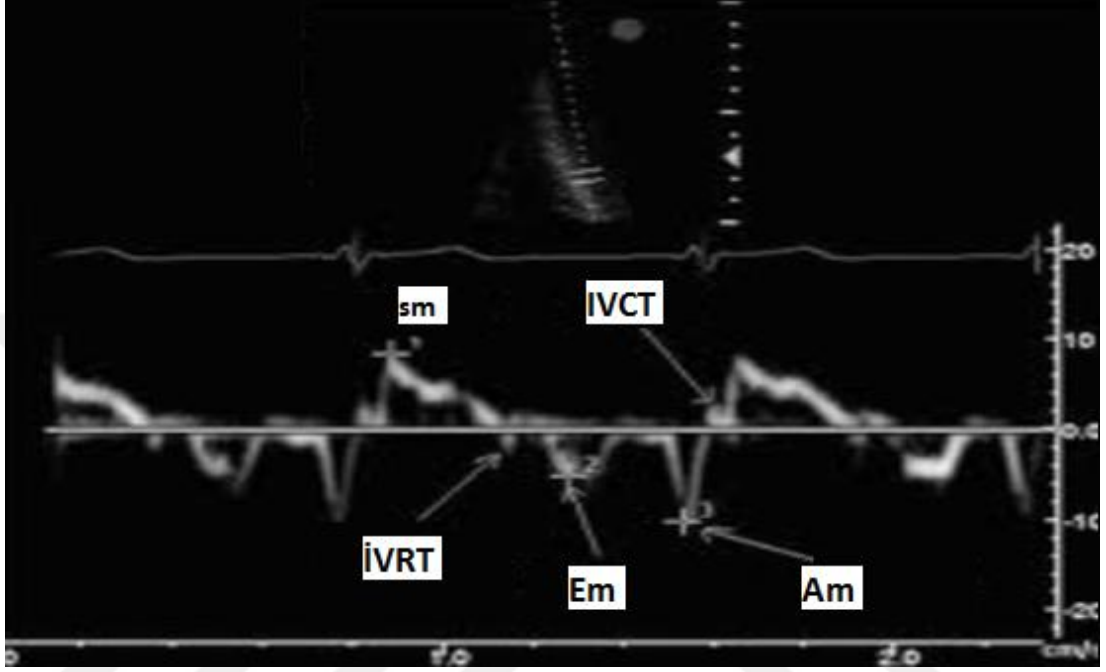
Normal mitral anüler doku Doppler görüntüsü: Sm (S'); miyokardiyal sistolik dalga, Em (E'); miyokardiyal erken diastolik dalga, Am (A'); miyokardiyal geç diastolik dalga
